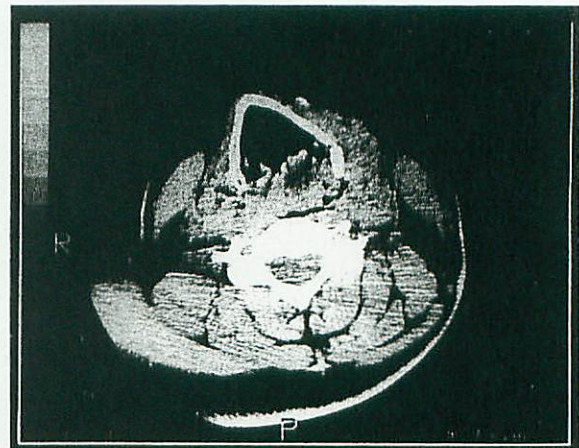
症例2の術前頸部CT写真。頸部皮下組織、食道周囲に気腫を認め、披裂部の浮腫を認める。
